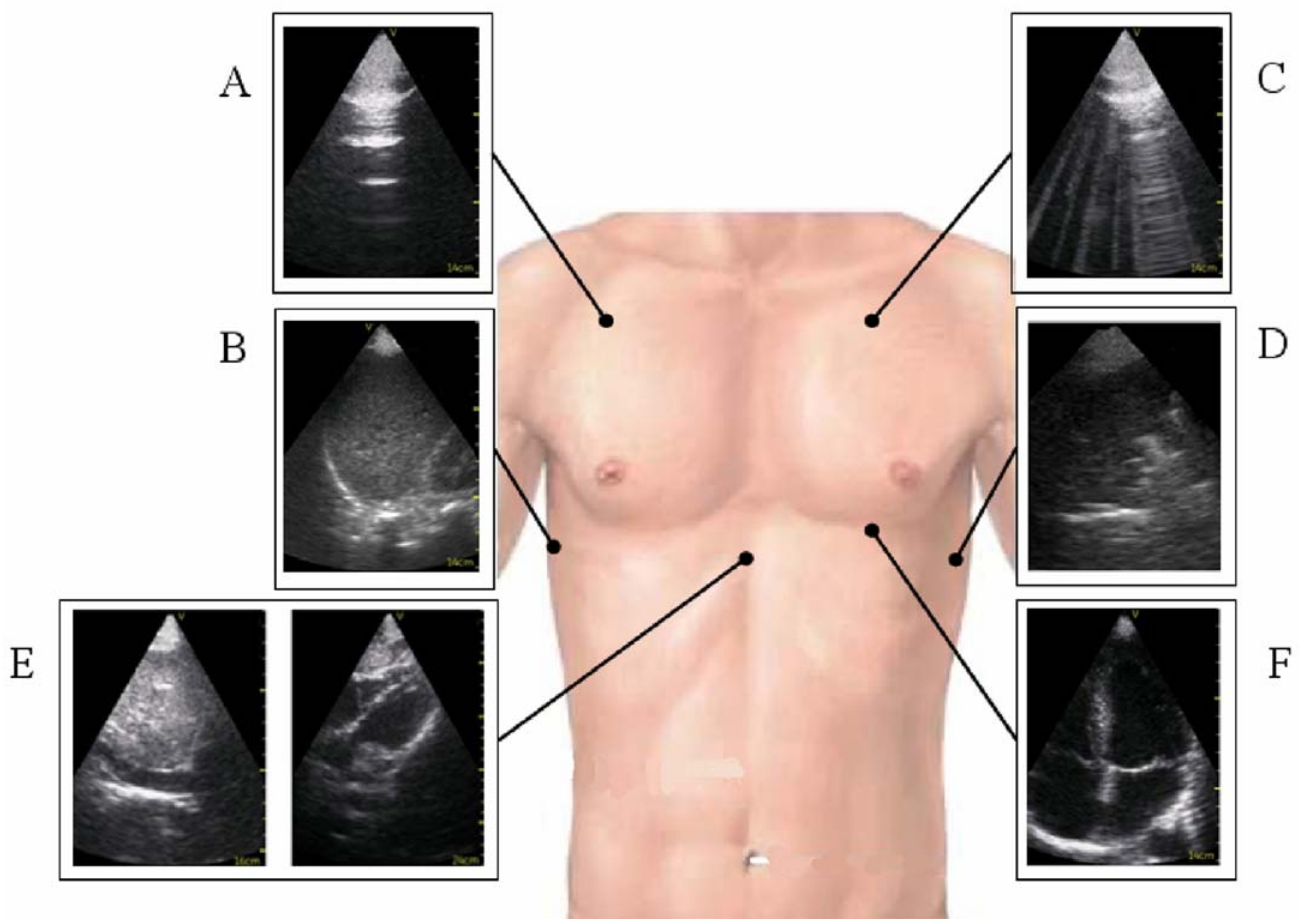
Exploration échographique cardiopulmonaire ciblée permettant de conforter le diagnostic préhospitalier de pneumopathie de base gauche
